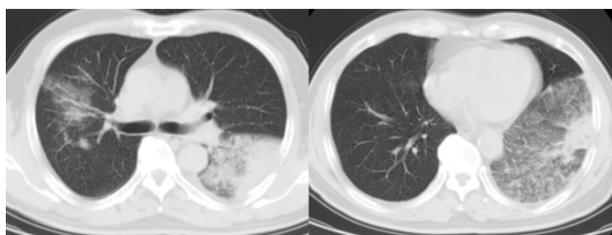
病例 4 入院时(2020-11-27)肺部 CT
